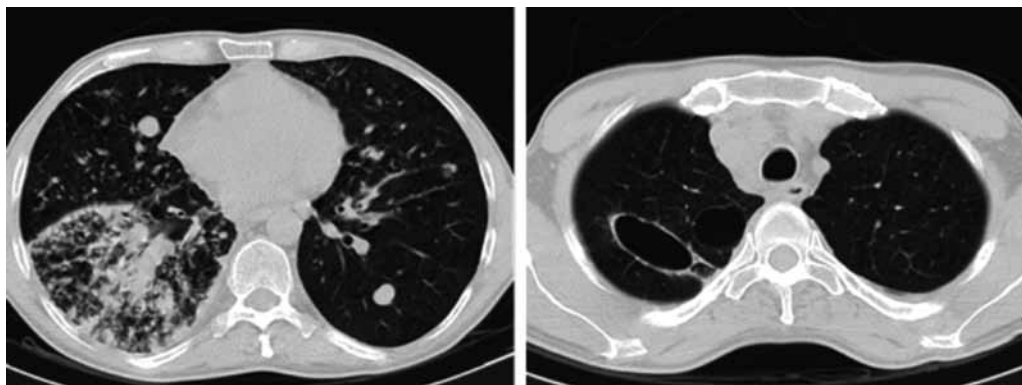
КТ органов грудной клетки пациента Д. от 28.03.2018: полостные образования в верхней доле правого легкого — метастаз ГЦР с распадом, в паренхиме обоих легких множественные очаги
